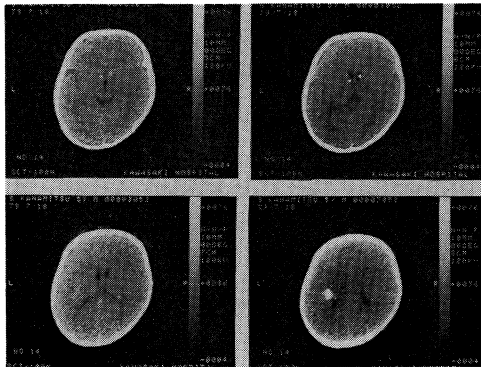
Case 4. CT showing periventricular calcification
